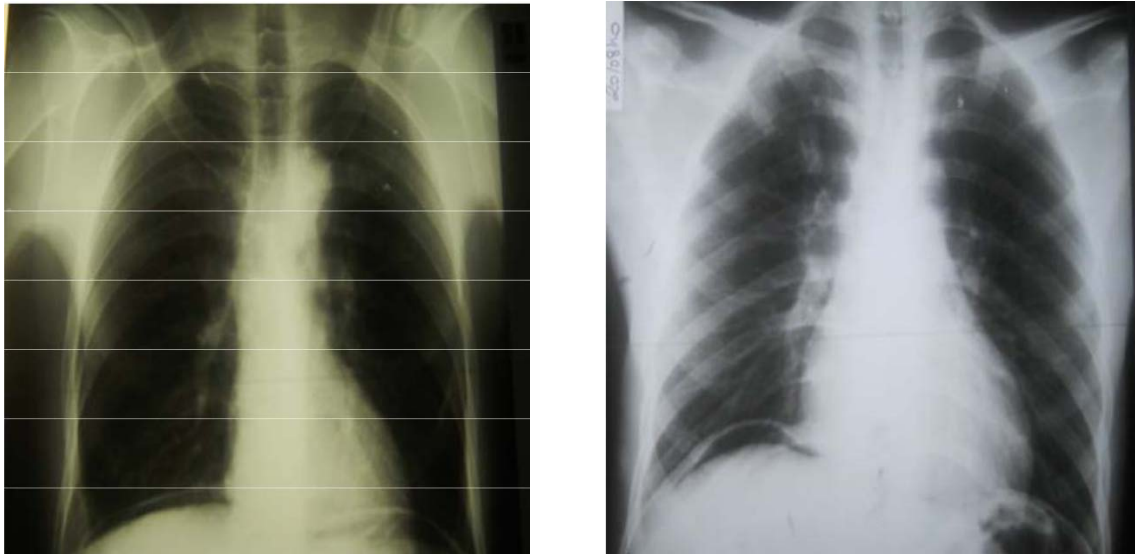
Radiographie thoracique de face montrant un pneumopéritoine
